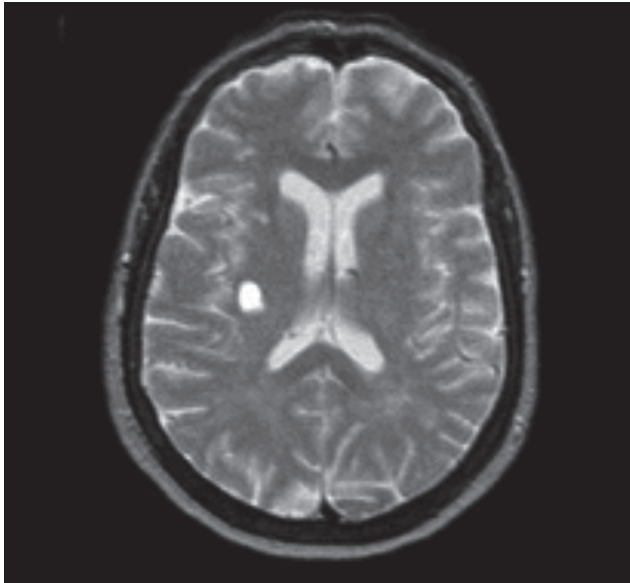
Risonanza magnetica (RM) cerebrale (aprile 2014).
